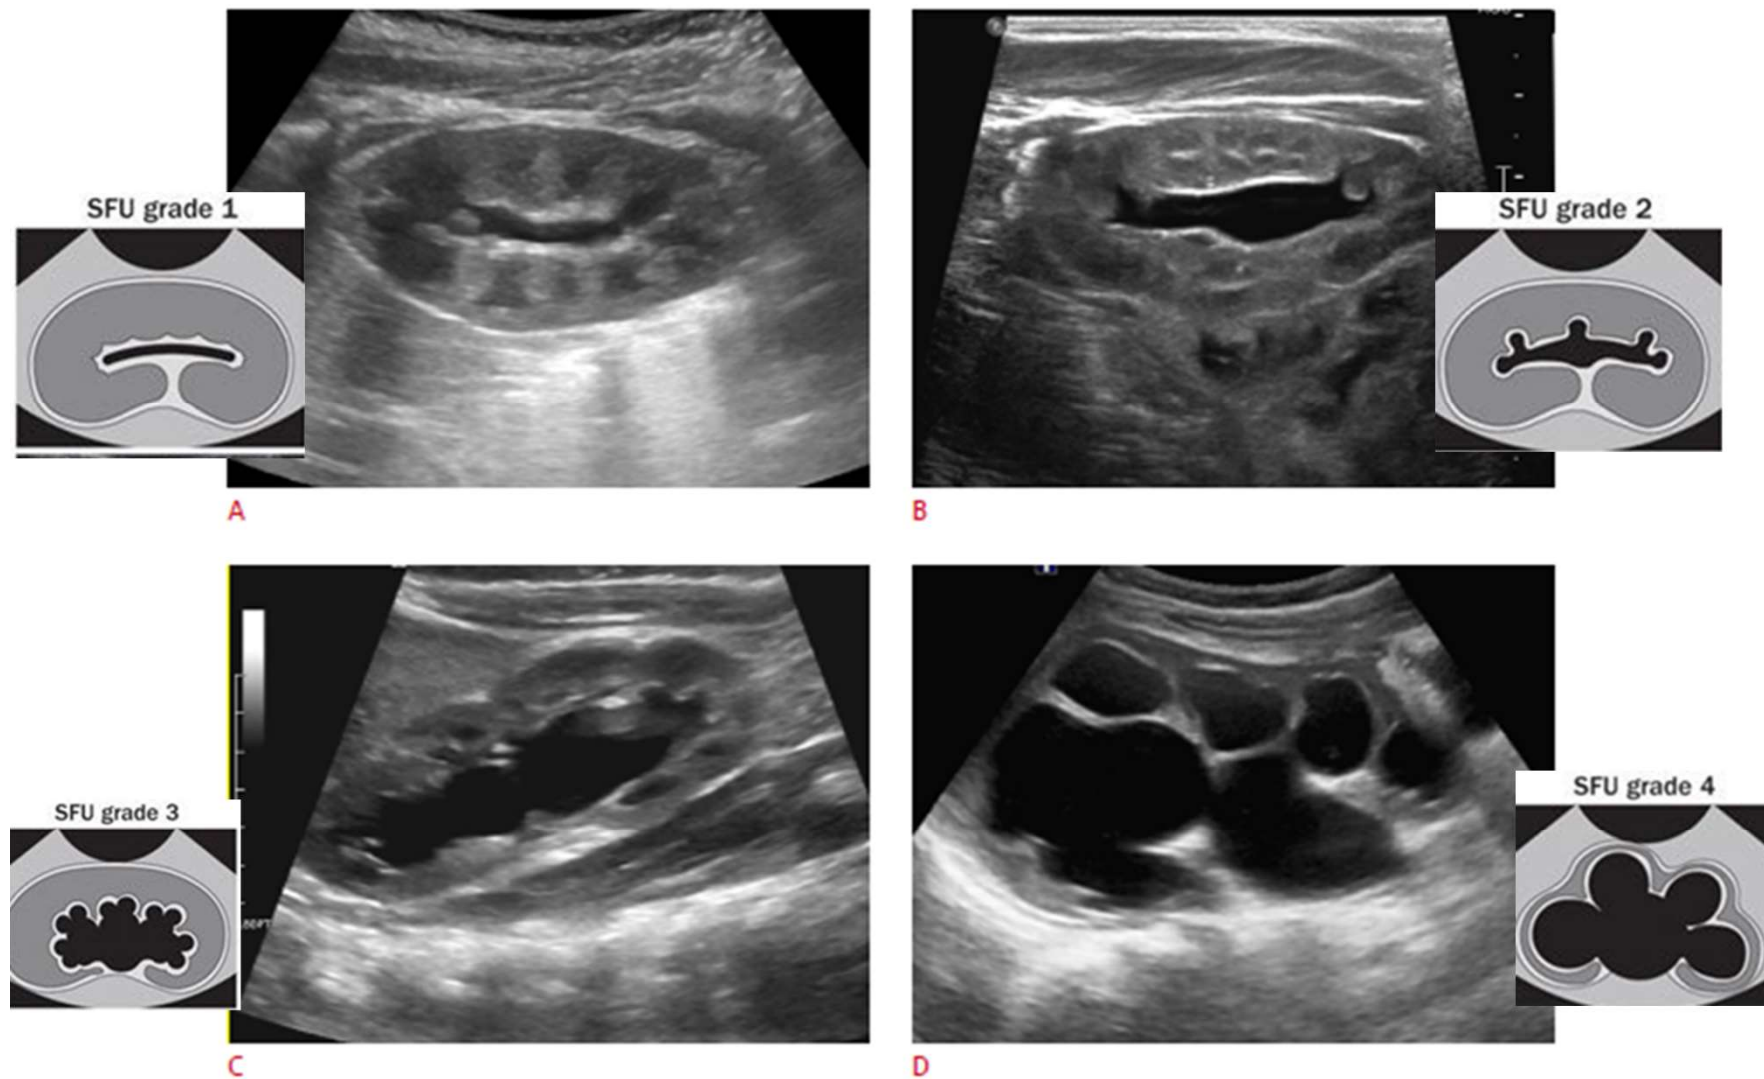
Postnatal sonogram showing different grades of hydronephrosis according to the Society of Fetal Urology classification.
